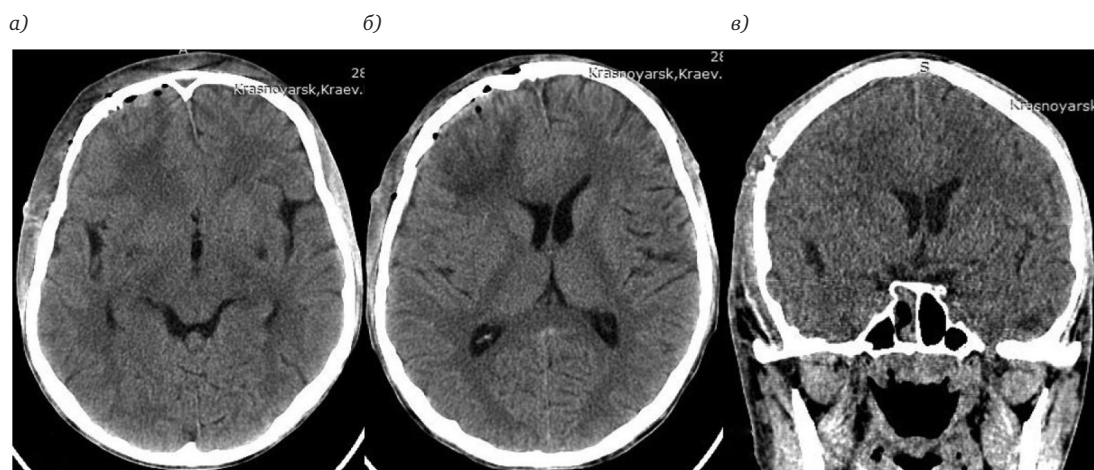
КТ головного мозга пациента П., 25 лет, без контрастирования, в аксиальной (а, б) и коронарной (в) проекциях через 7 дней после хирургического лечения.
